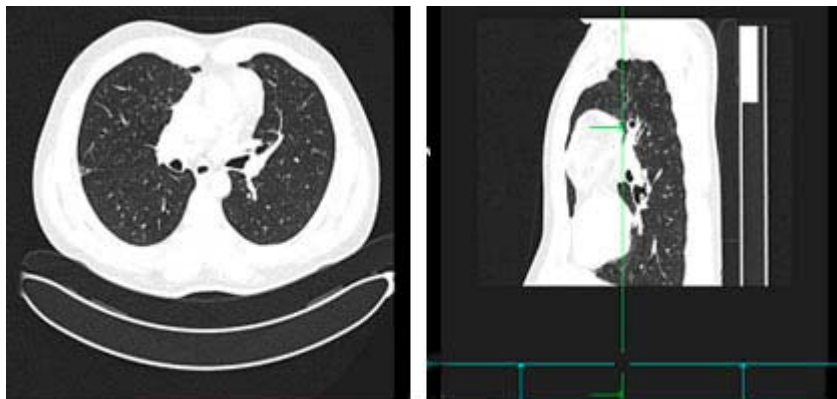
Corte de tomografía computarizada que muestra masa mediastinal anterior.
